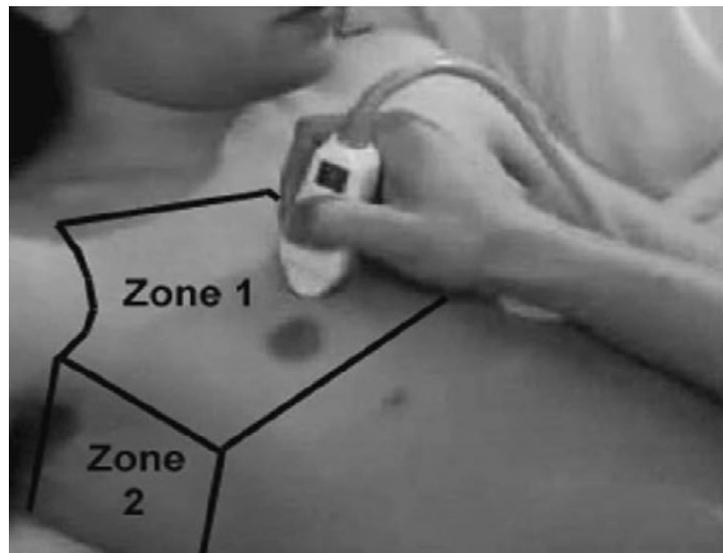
zones de réalisation de l'échographie pulmonaire
